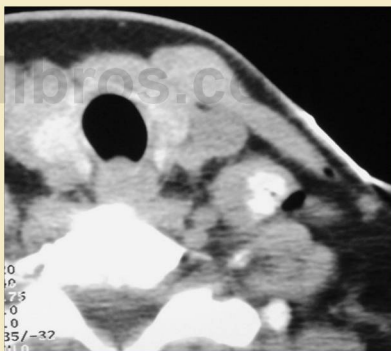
Imagen TC 15 mm más caudal que la de la figura 3.
